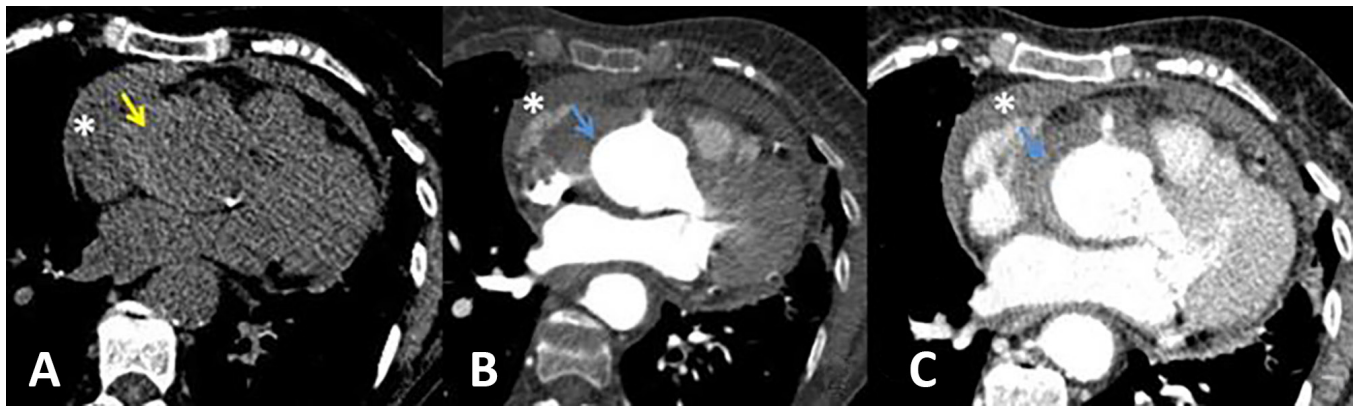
Hematoma intramural aórtico (HIA). Estudio trifásico de TC con sincronización cardíaca. Imágenes axiales. A: sin contraste intravenoso. B: con contraste intravenoso en fase arterial. C: con contraste intravenoso en fase venosa. Imagen hiperdensa semilunar rodeando la raíz aórtica (flecha amarilla) en la fase sin contraste, hipodensa en las fases con contraste, en conjunto sugestivo de HIA (flechas azules). Se visualiza afectación del ostium de la arteria coronaria derecha y moderada cantidad de derrame pericárdico hiperdenso compatible con hemopericardio.
